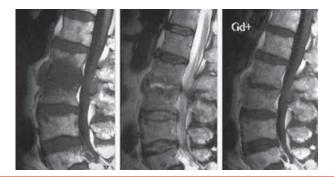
IRM: spondylodiscite.
